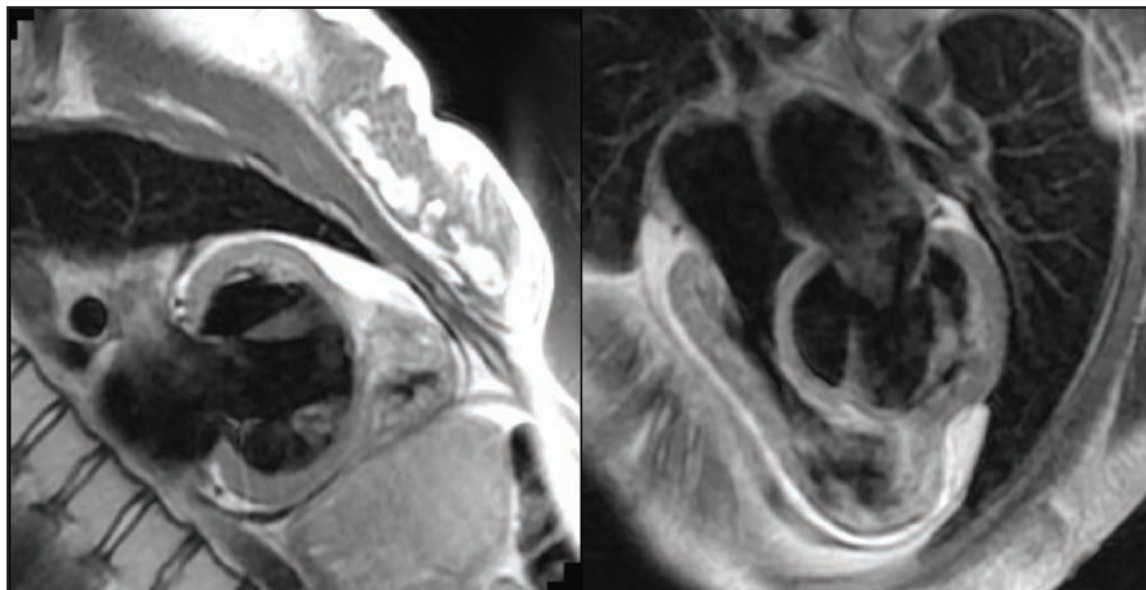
Imagem de 2 e 4 câmaras por RMN cardíaca. Salienta-se a configuração anormal das cavidades cardíacas
